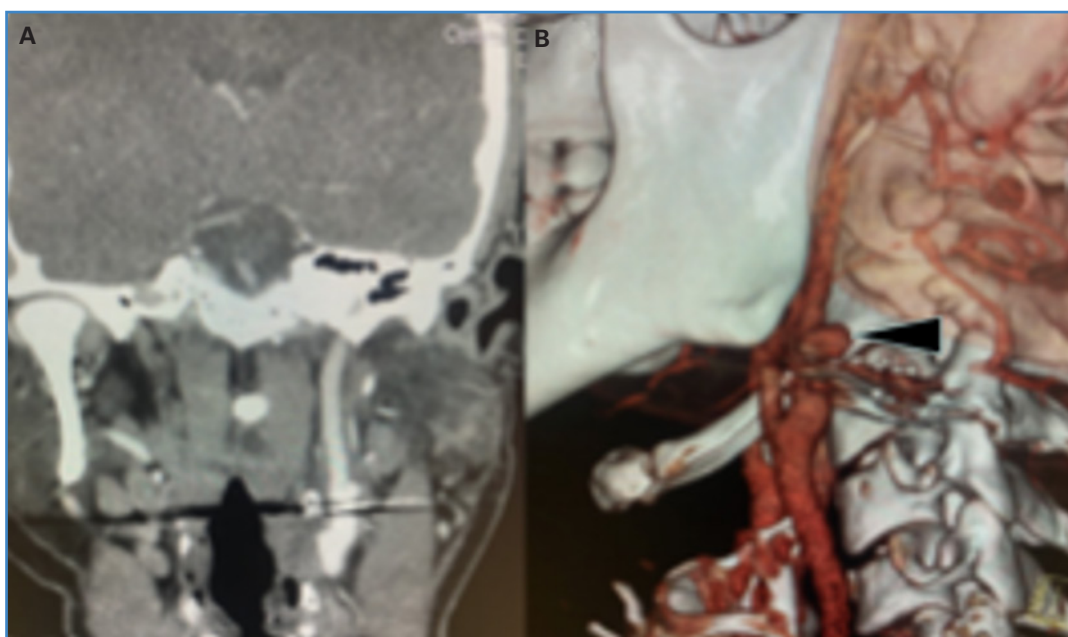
A. Angiotomografía. Pseudoaneurisma de arteria carótida interna izquierda; fragmentos metálicos de proyectil. B. Reconstrucción tridimensional. Pseudoaneurisma de arteria carótida interna (flecha negra).
